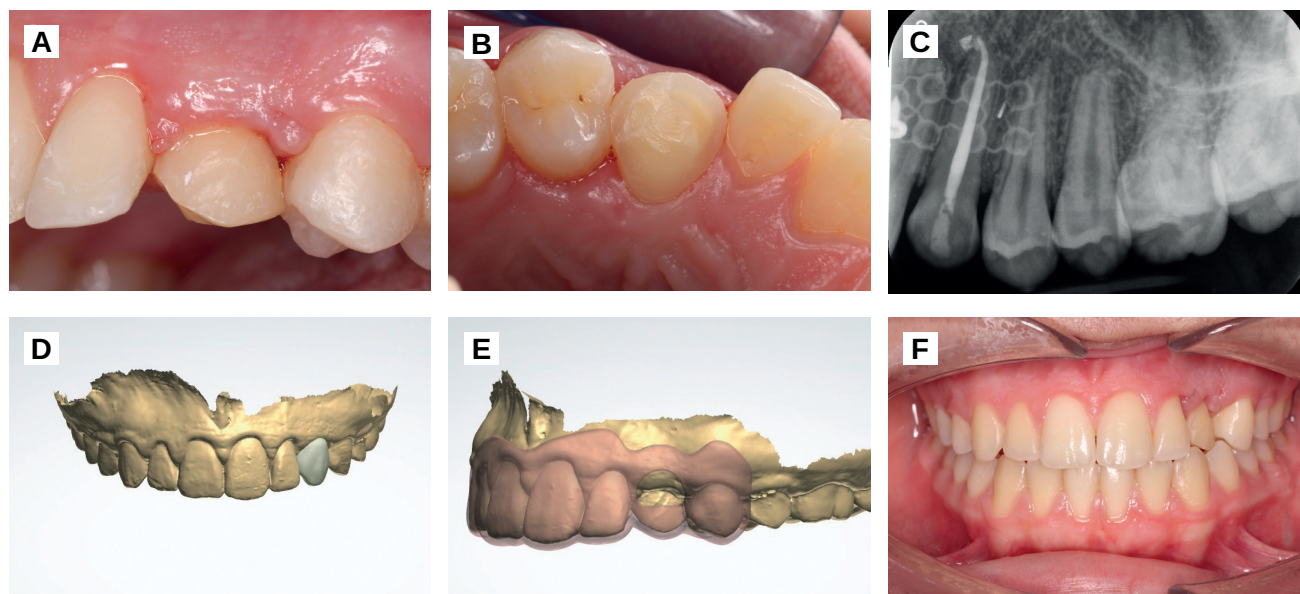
A. Visión vestibular el día de la retirada de la ortodoncia 1 año después de la cirugía. B. Visión oclusal. C Radiografía periapical. D. Encañado digital. E. Confección digital de férula guiada para alargamiento coronario. F. Post alargamiento coronario.
